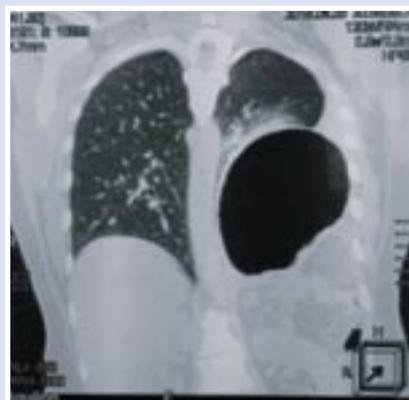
Компьютерные томограммы органов грудной клетки до операции
